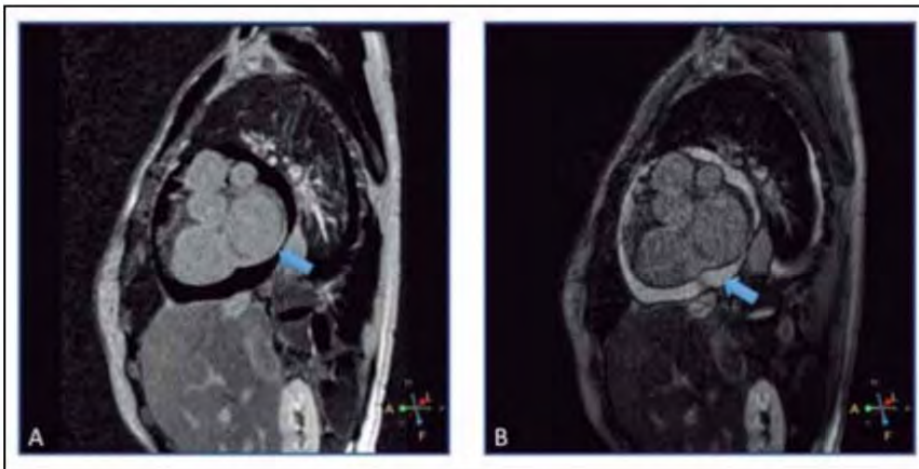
Resonancia nuclear magnética cardiaca. A: La flecha indica retención anormal de gadolinio en localización subepicárdica y mesocárdica en segmentos basales inferolateral, inferior e inferoseptal. B: La flecha muestra derrame pericárdico.
